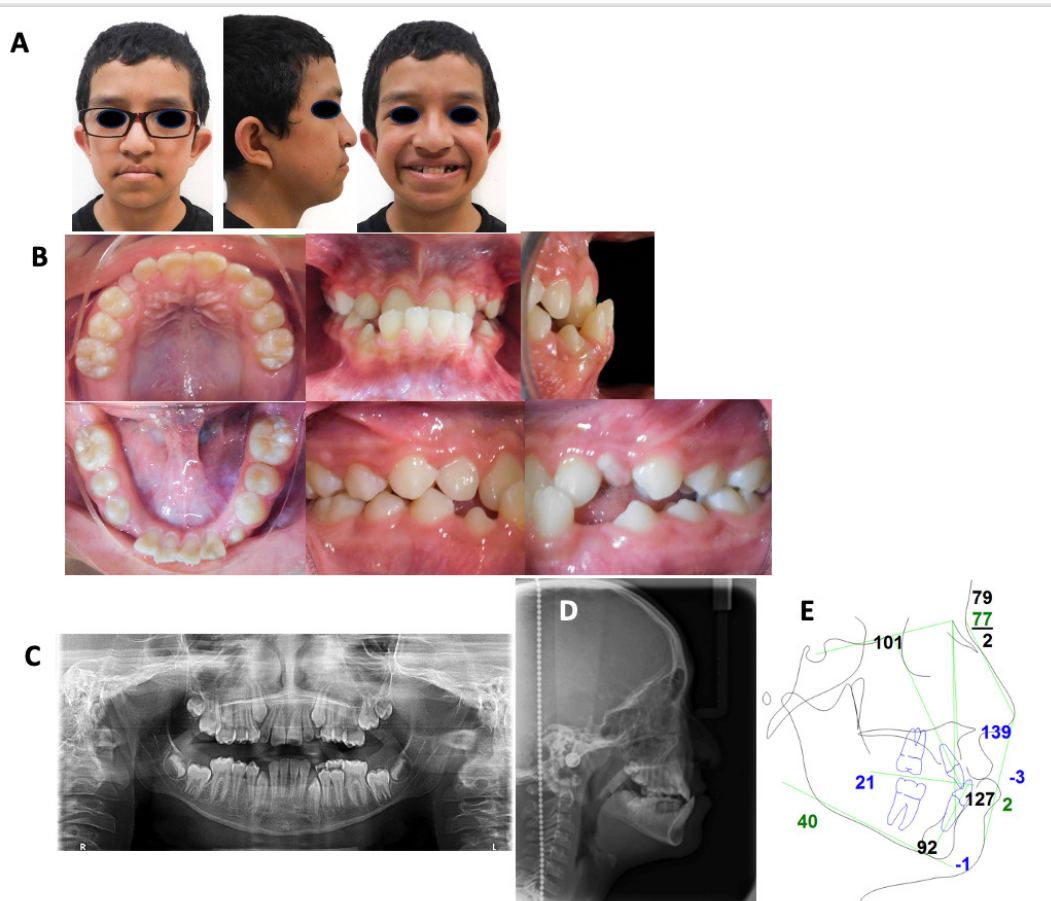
Estudios iniciales. A. Fotografías extraorales. B. Fotografías Intraorales, donde se observa el nivel de apiñamiento, la mordida cruzada anterior, sobremordida horizontal y sobremordida vertical. C. Ortopantomografía. D. Radiografía lateral de cráneo. E. Trazado cefalométrico de Steiner inicial realizado en el programa *Dolphin Imaging v.11.0*.
